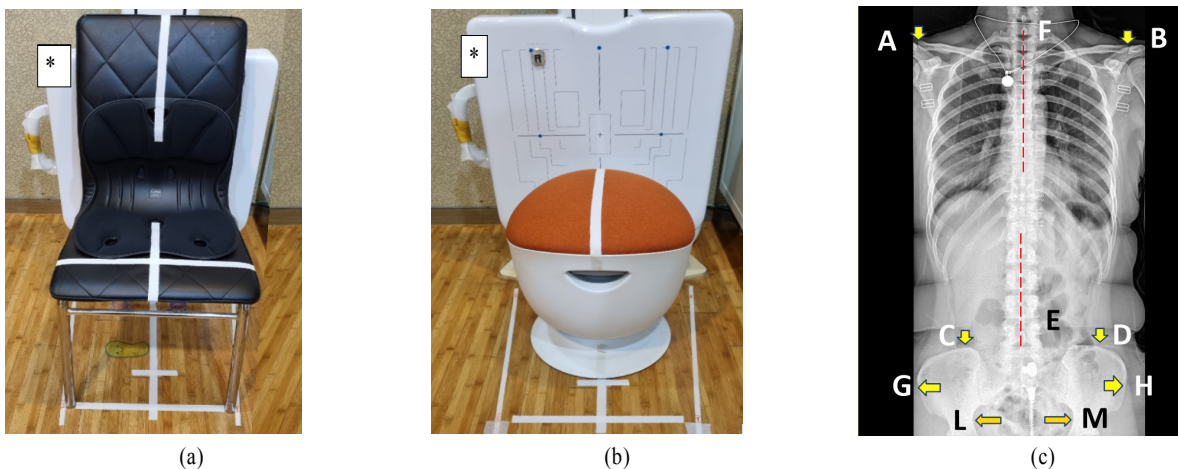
Two Ergonomic Chairs; (a) Semirigid flexible backrest chair (SFBC, Curble®) (b) Conical pendulum stool (CPS, Tulip®), Astrix(*) : simple X-ray machine (c) Radiographic parameters measuring body axis balance. AB: shoulder height difference, CD: pelvic height difference, EF; gravity line/hip axis distance, GH; Anterior superior iliac spine difference, LM; Transverse diameter of pelvic inlet
